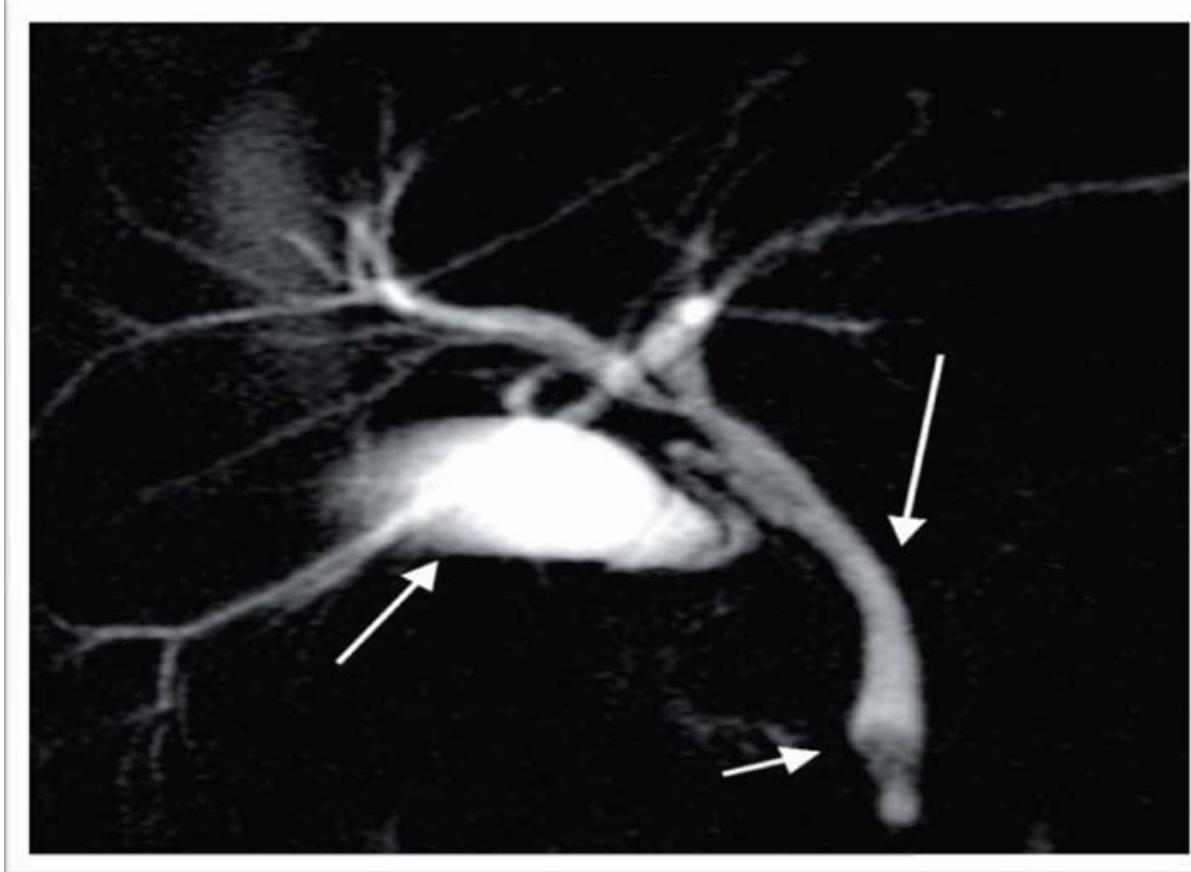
Une bili-IRM montrant un calcul du bas cholédoque
